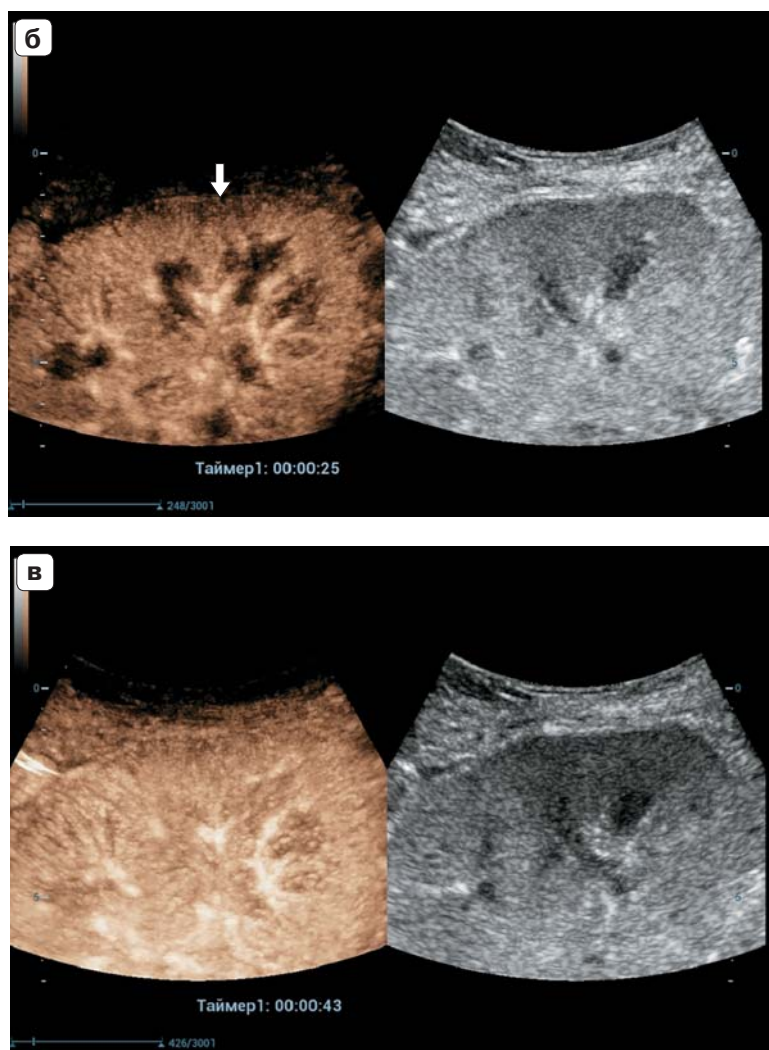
(продолжение). б – 25 с от начала поступления КП – момент достижения пиковой интенсивности контрастирования коры (зона аномальной перфузии указана стрелкой); в – 43 с от начала поступления КП – момент достижения пиковой интенсивности контрастирования пирамидок; г – ТИС-кривые контрастирования зоны кортикального слоя паренхимы (желтый цвет) и субкапсулярных зон аномальной перфузии (розовый цвет); д – параметрическая карта пиковой интенсивности контрастирования (увеличенное изображение из рис. 2 г), обозначена произвольно выделенная область гипоперфузии субкапсулярной зоны (стрелка); е – ТИС-кривые контрастирования зоны кортикального слоя (желтый цвет), субкапсулярных зон аномальной перфузии (розовый цвет) и зоны пирамидок (голубой цвет).
